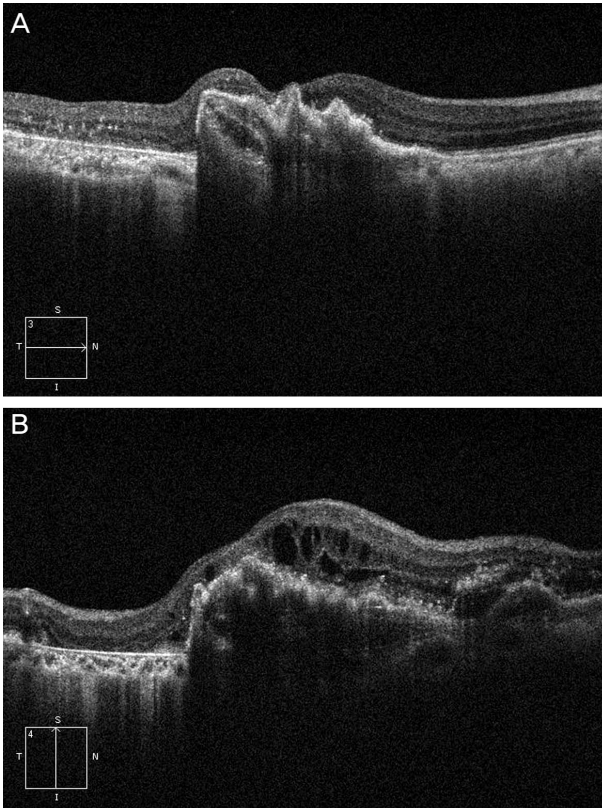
The optical coherence tomography (OCT) images of 78-year-old male with retinal pigment epithelium (RPE) tear in wet age-related macular degeneration (AMD). The patients had discontinued the anti-VEGF injection after RPE tear. (A) There is no macular edema at the day of RPE tear. (B) Cystoid macular edema was detected on OCT image of the final follow-up day at 16 months after RPE tear. VEGF = vascular endothelial growth factor.
